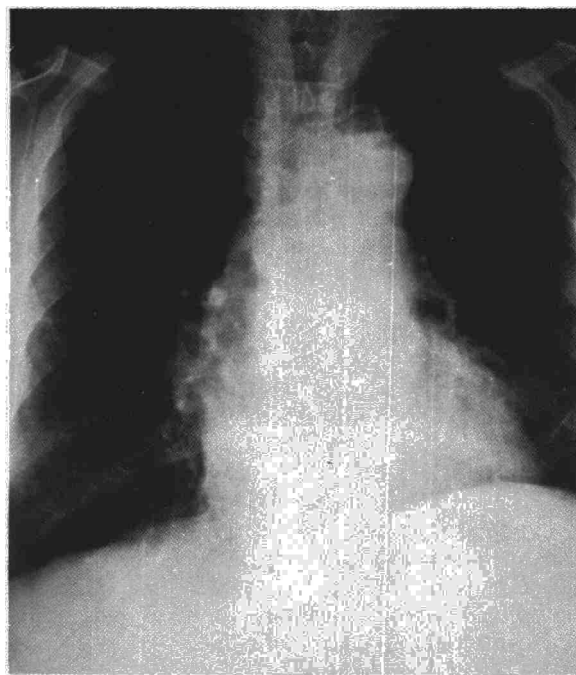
Radiografía practicada dos años después de la lobectomía.
